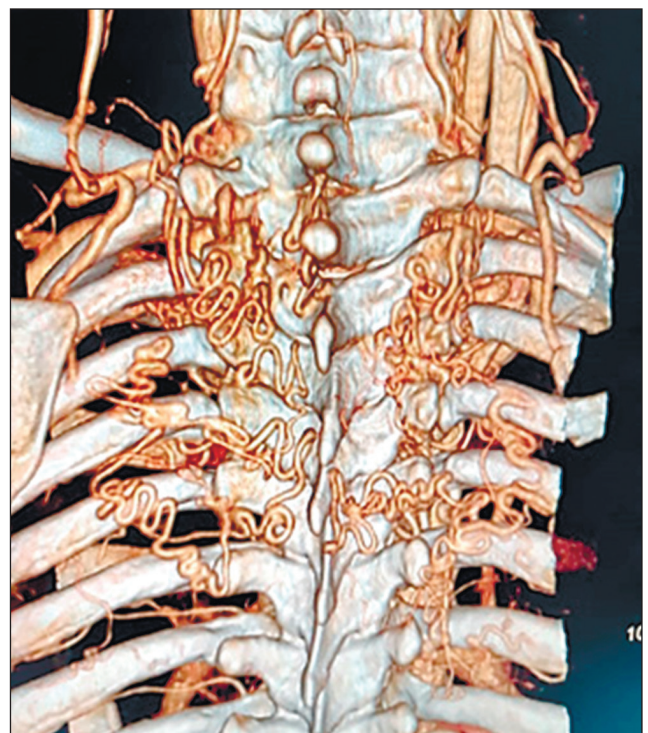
Мультиспиральная контрастная компьютерная томография с контрастным усилением. Выраженная сеть коллатералей
